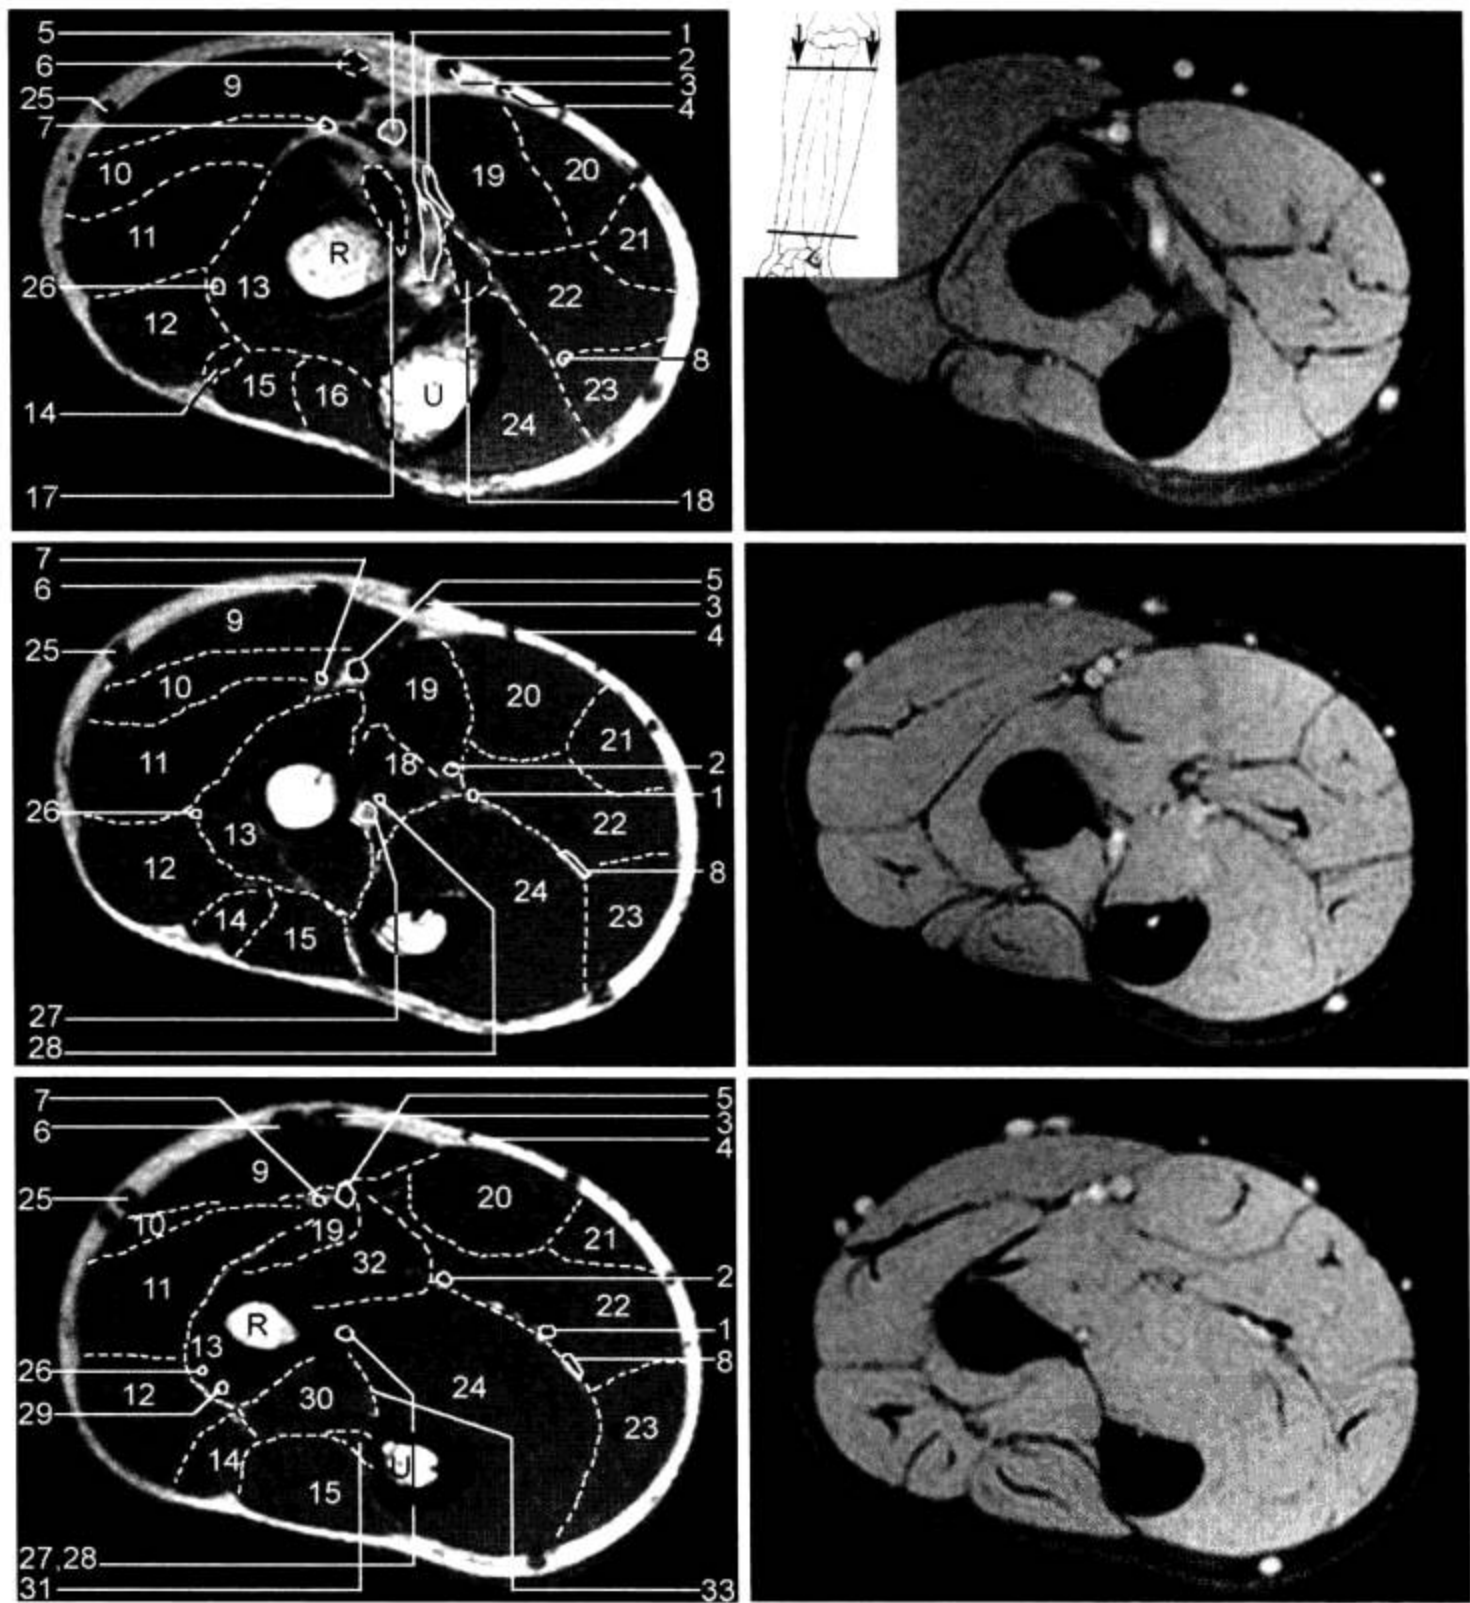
前臂 MRI 横断面 (T<sub>1</sub>WI, 抑脂 T<sub>2</sub>WI)
